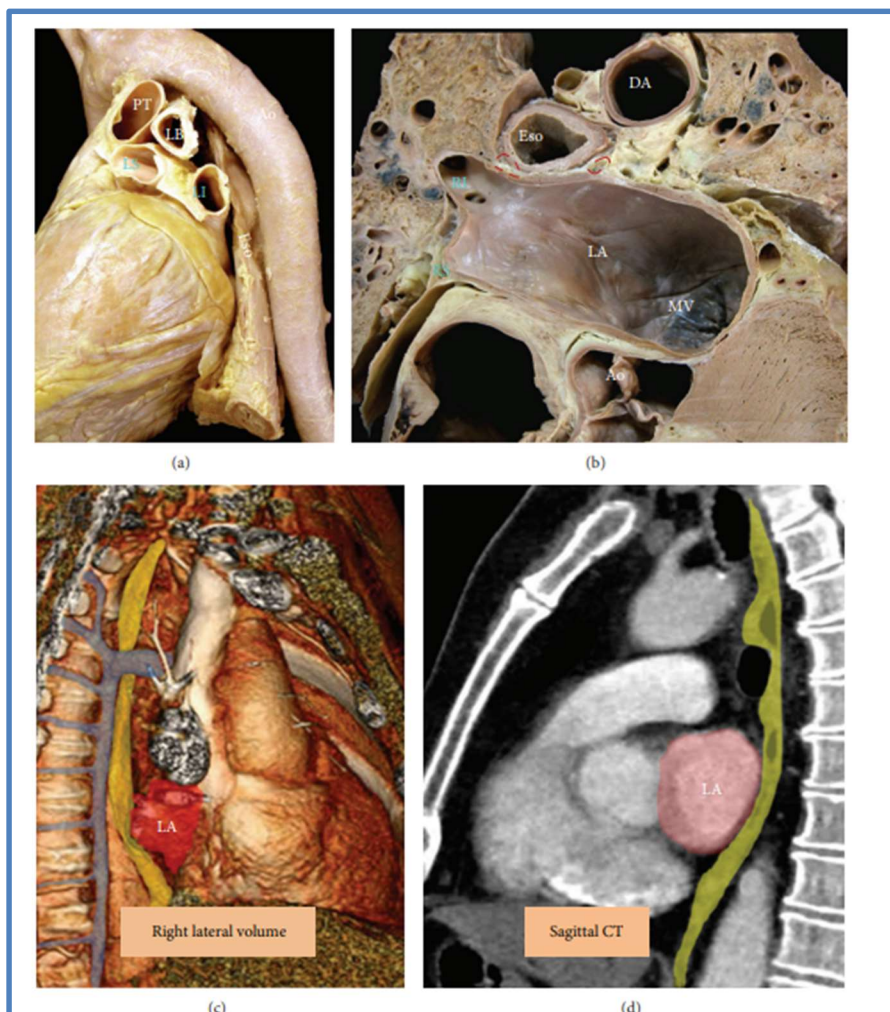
Vista (a) de uma perspectiva posterolateral esquerda para mostrar o trajeto do esôfago (Eso) e da aorta descendente (DA) em relação ao átrio esquerdo (LA); (b) Visão geral de uma secção transtorácica de um cadáver mostrando as localizações do esôfago, a aorta descendente e os nervos vagos (círculos tracejados em vermelho); (c) Angiotomografia lateral direita; (d) Tomografia computadorizada sagital de tórax mostrando a relação do esôfago (amarelo) com o átrio esquerdo (vermelho).
